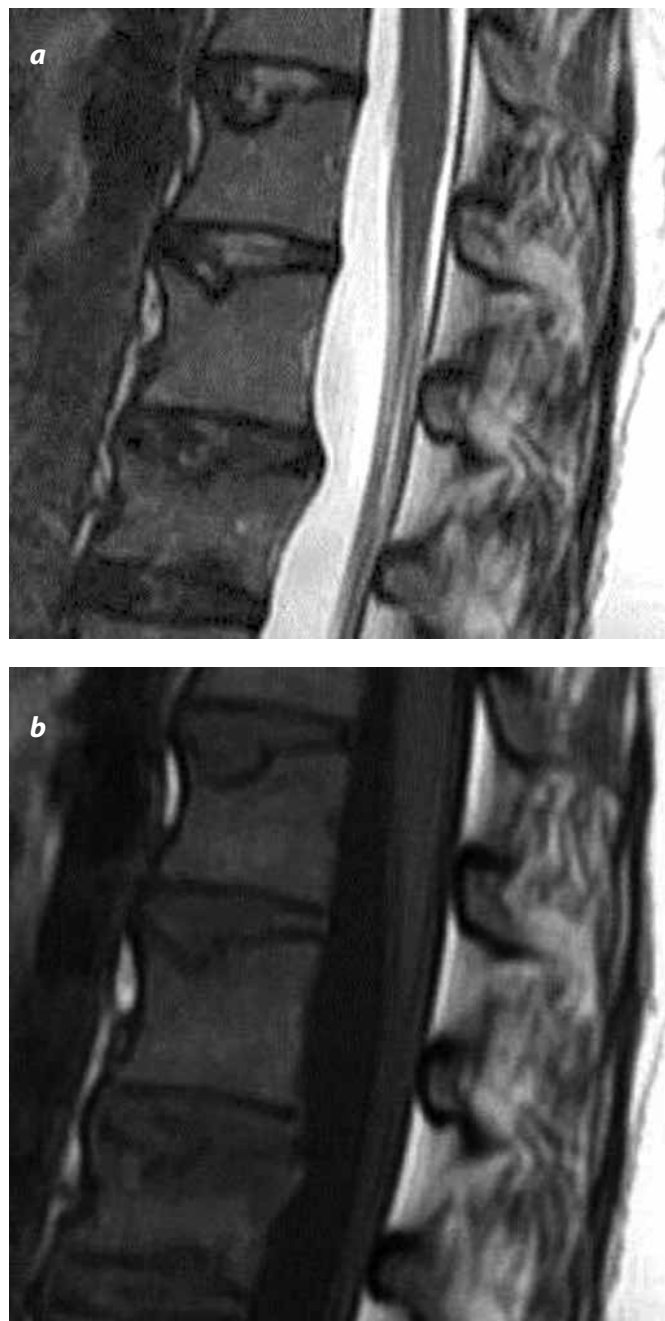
a). Fractura A.1.1. RM en corte sagital con información en T2 que muestra depresión de la placa terminal superior de los cuerpos vertebrales de T12 a L3. b). Imagen similar con información en T1 con la morfología en reloj de arena.
